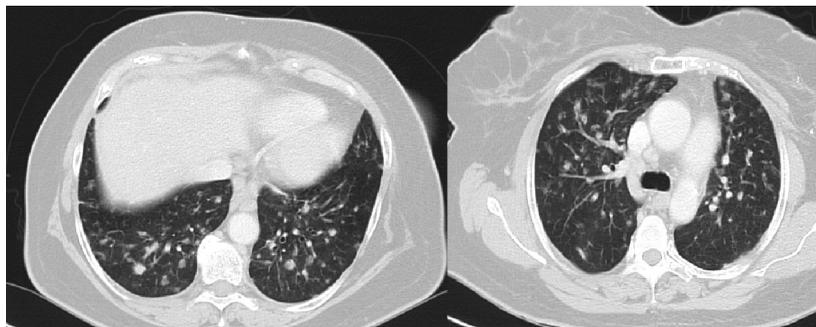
TAC de tórax de alta resolución que evidenció infiltrados bibasales reticulares con vidrio esmerilado, dilataciones bronquiales múltiples centro-acinares y nódulos peribroncovasculares de entre 3 y 8 mm.
